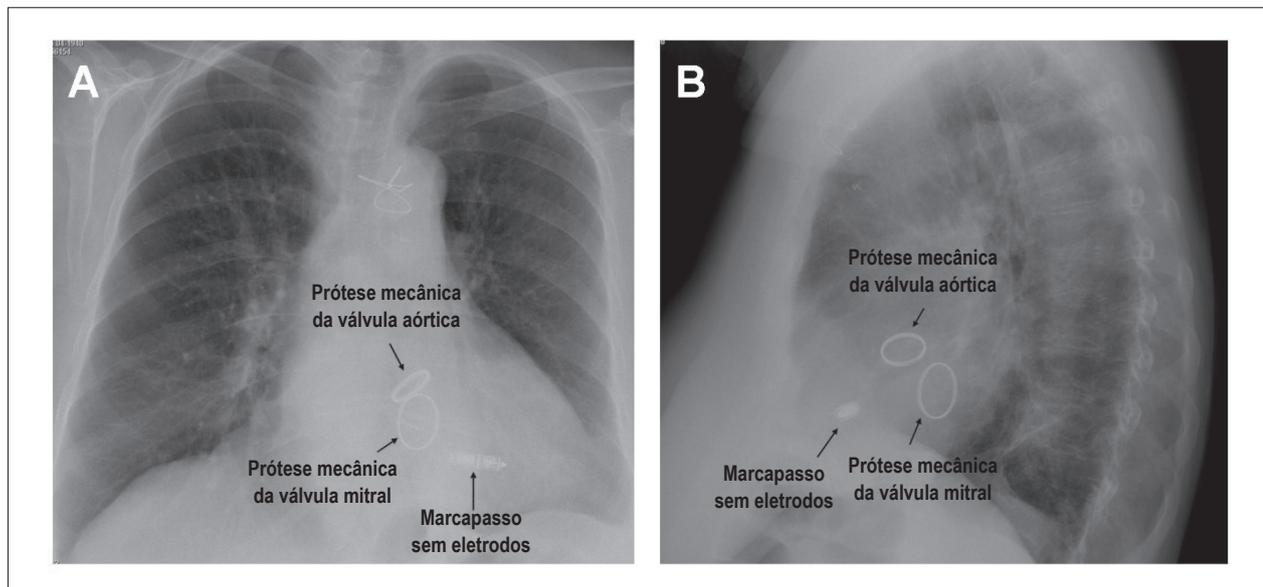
Radiografia do tórax da paciente (painel A, visão pósterio-anterior; painel B: visão lateral) após o implante do marca-passo sem eletrodo.
